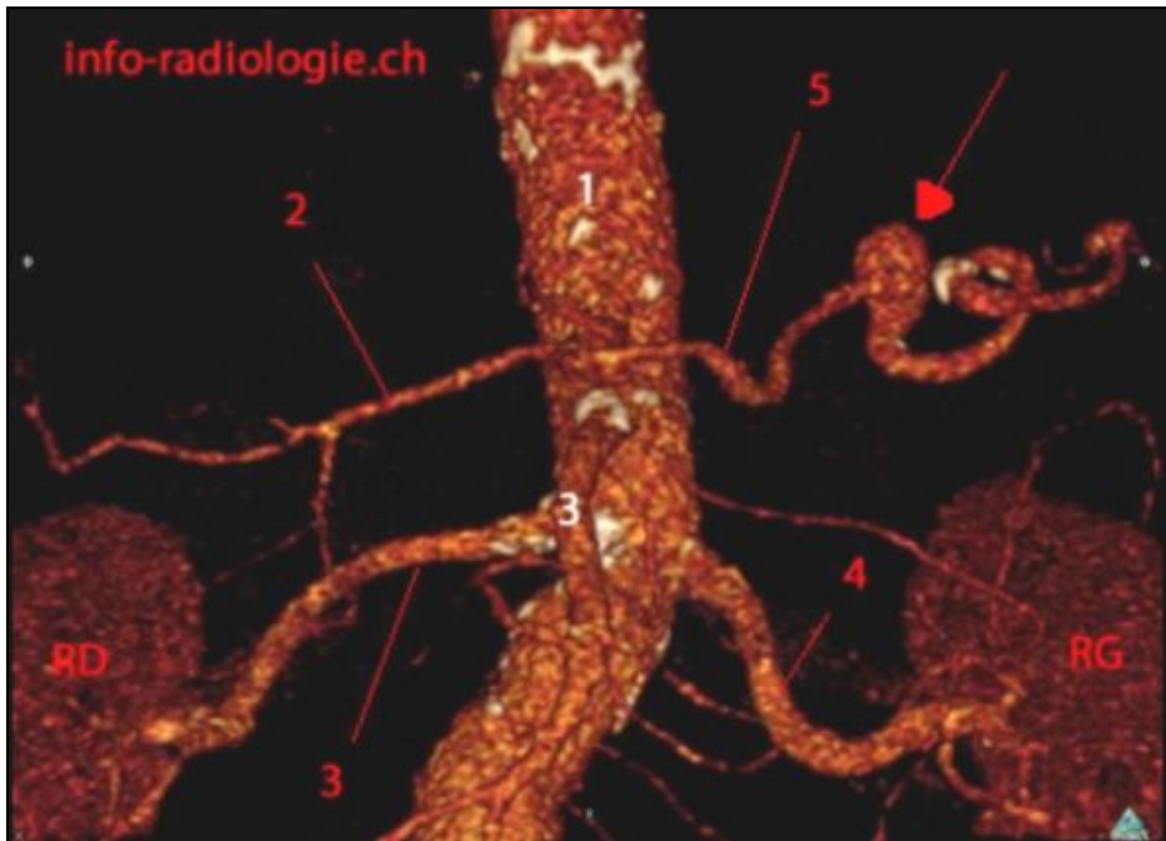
TDM abdominale (phase artérielle), Reconstruction3D :
